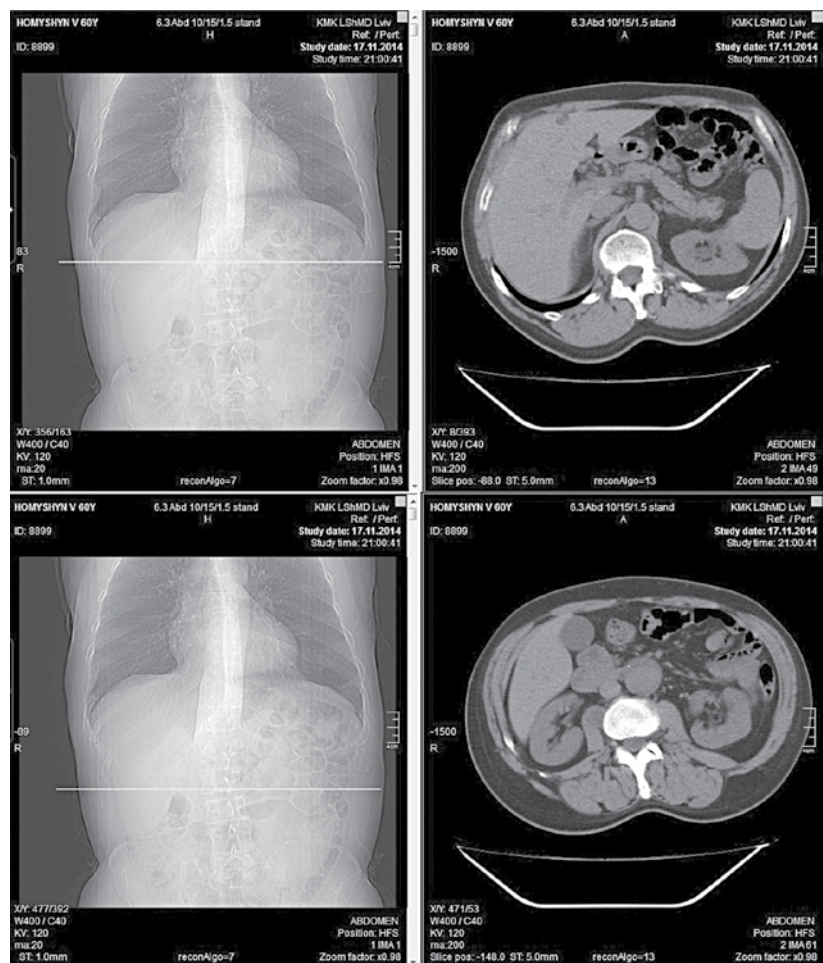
КТ грудної та черевної порожнин
